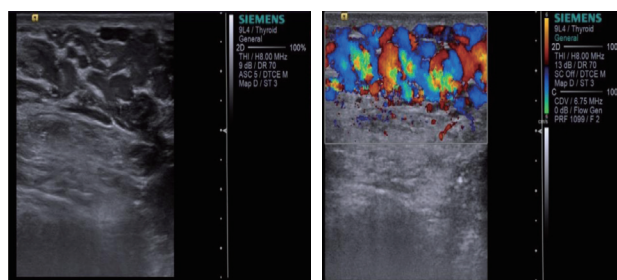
VC III 组灰阶超声及 Valsalva 试验彩色多普勒超声图
